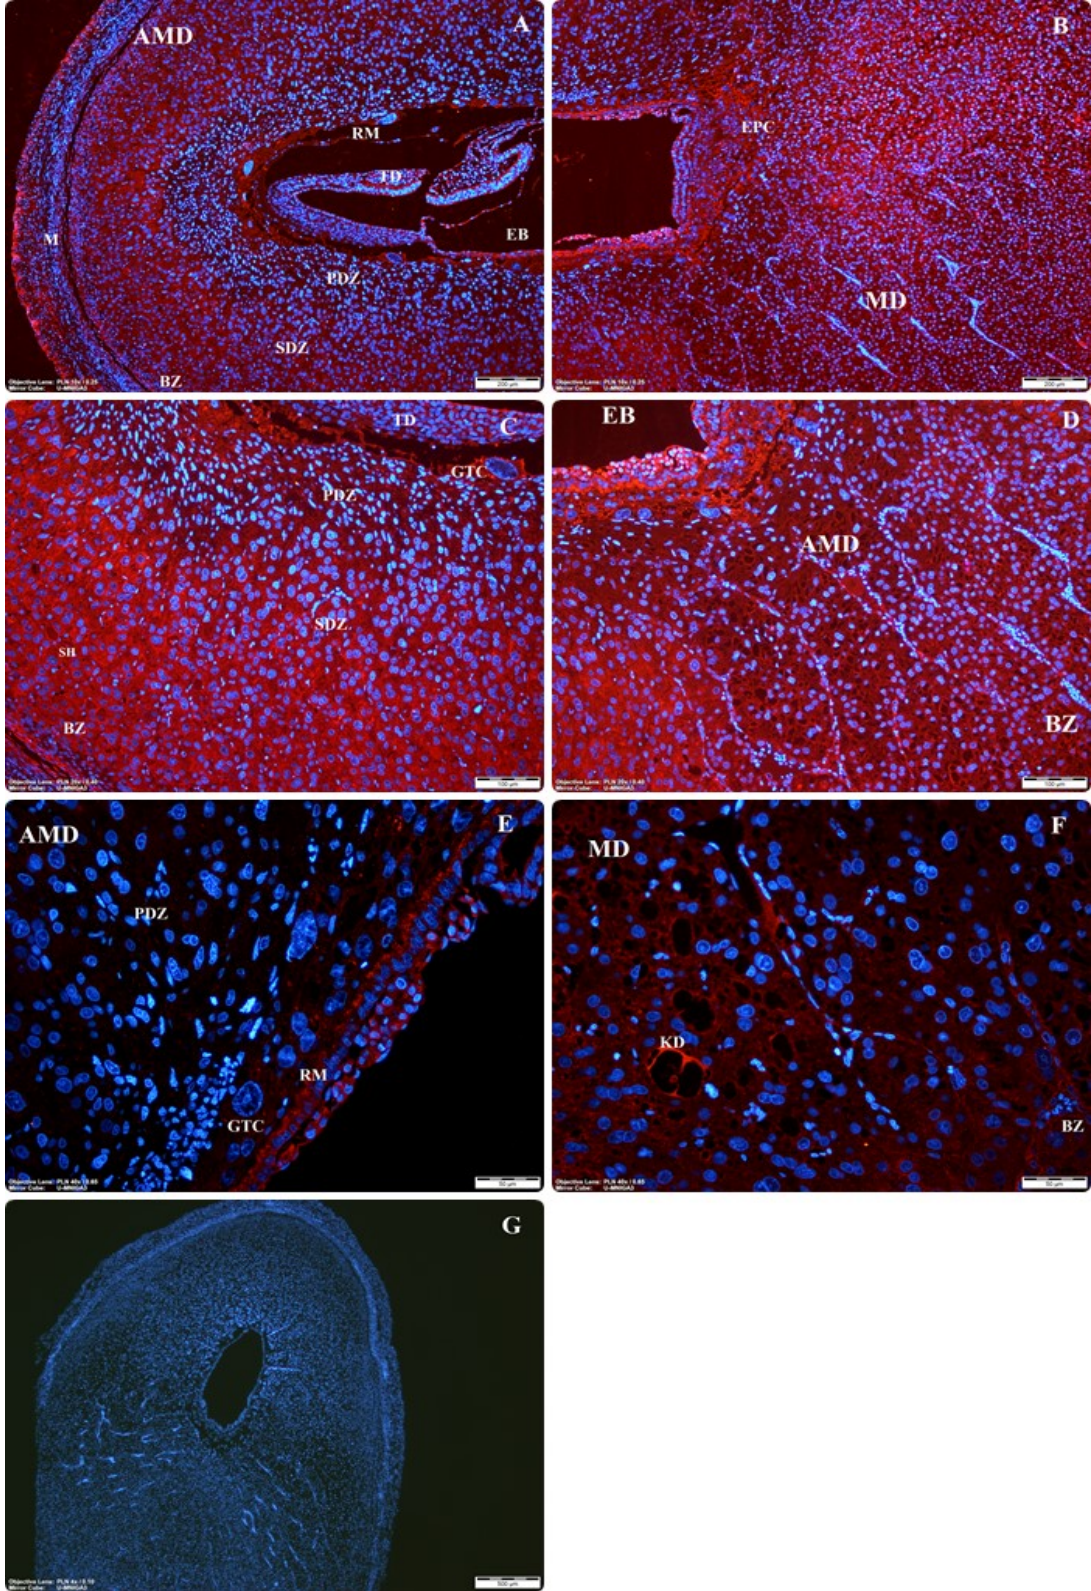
Gebeliğin 9,5. gününde *Wnt3* immünolokalizasyonları (A,B,C,D,E,F). (AMD: Antimezometrial desidua; MD: Mezometrial desidua; EB: Embriyo bölgesi; TD; Trilaminar disk; RM: Reichert membranı; GTC: Dev trofoblast hücreleri; EPC: Ektoplasental koni; PDZ: Primer desidual zon; SDZ: Sekonder desidual zon; BZ: Bazal zon; KD: Kan damarları; SH: Stromal hücreler)
